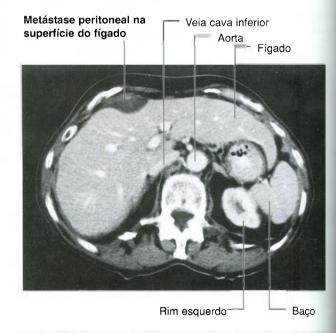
Metástase peritoneal na superfície do fígado. Tomografia computadorizada no plano axial na parte superior do abdome.
